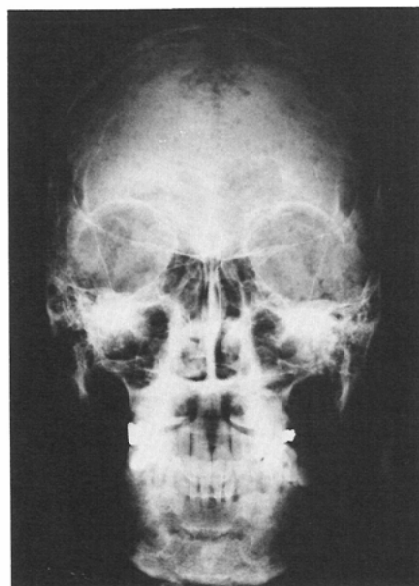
Case 2, skull roentgenogram.
